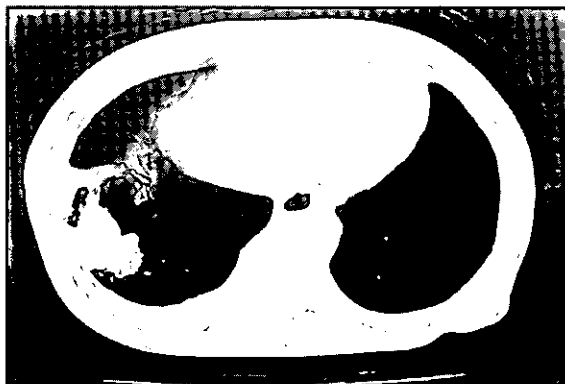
胸部CT像 2003年1月9日 (⑦の症例)
